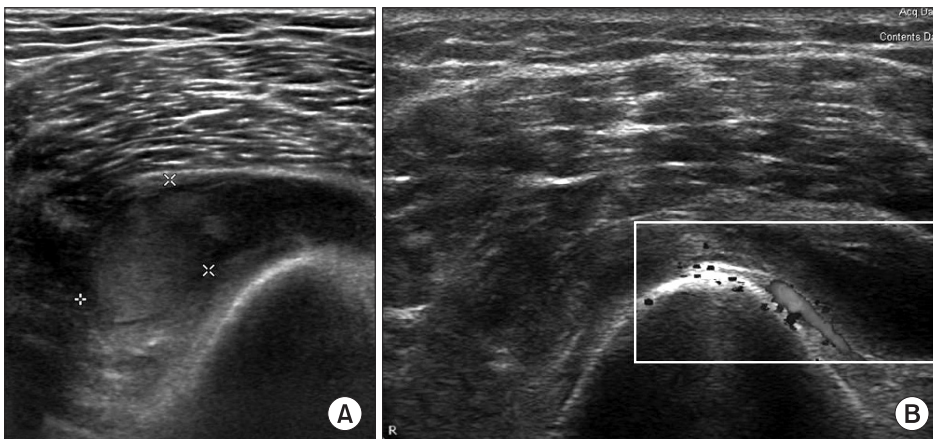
Ultrasonography of the left distal thigh showed a hematoma measuring 4.3×8.0×1.3 cm (A) with turbulent blood flow (B).
